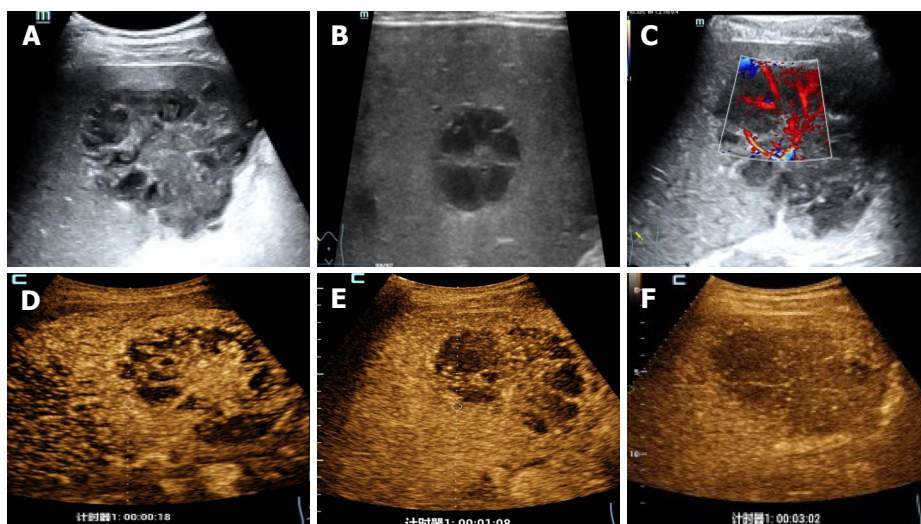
肝脏超声图像. A: 常规超声显示右肝分隔囊性占位, 分隔较多, 呈放射状排列(项链征); B: 高频超声结果; C: 分隔上可见树枝状血流信号; D: 超声造影动脉期呈周边厚环状高增强, 内部分隔呈高增强, 囊性部分未见增强; E: 门脉期分隔呈低增强; F: 实质期图像.
